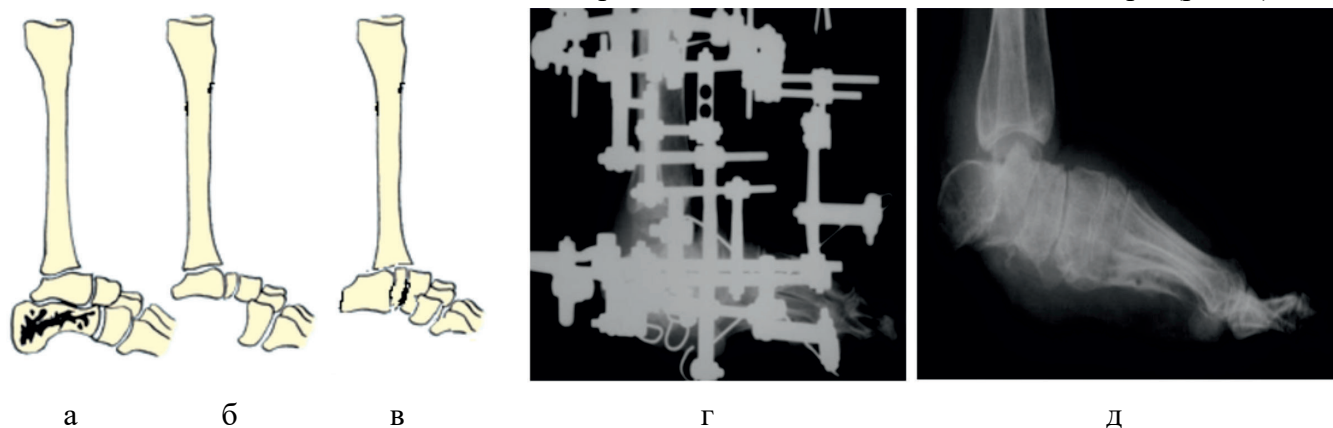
Транспозиция стопы в процессе изменения точек опоры на подошвенной поверхности: а – остеомиелитический дефект пяточной кости; б – состояние после секвестрнекрэктомии; в – этап транспозиция стопы; г – рентгенограмма стопы в процессе лечения; д – результат лечения
